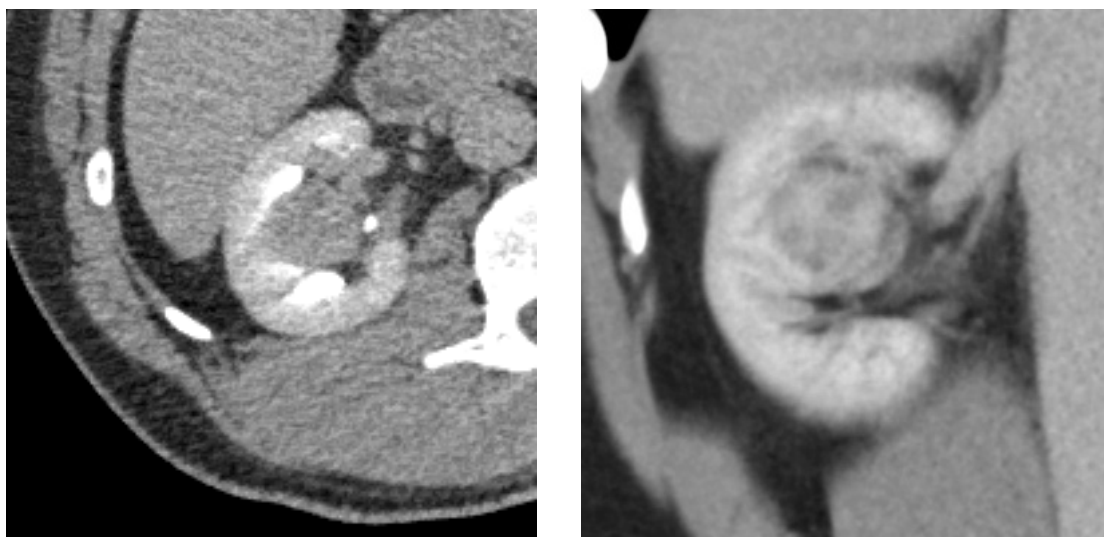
Предоперационные КТ-граммы у пациента А.
